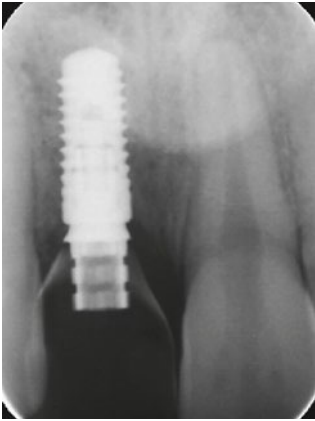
La radiographie–contrôle: l'implant dans la région 11.
